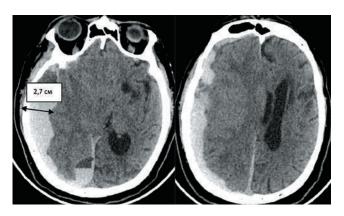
МСКТ головного мозга пациента Т. Острая субдуральная гематома правого полушария. Стрелкой обозначена максимальная толщина гематомы — 2,7 см
